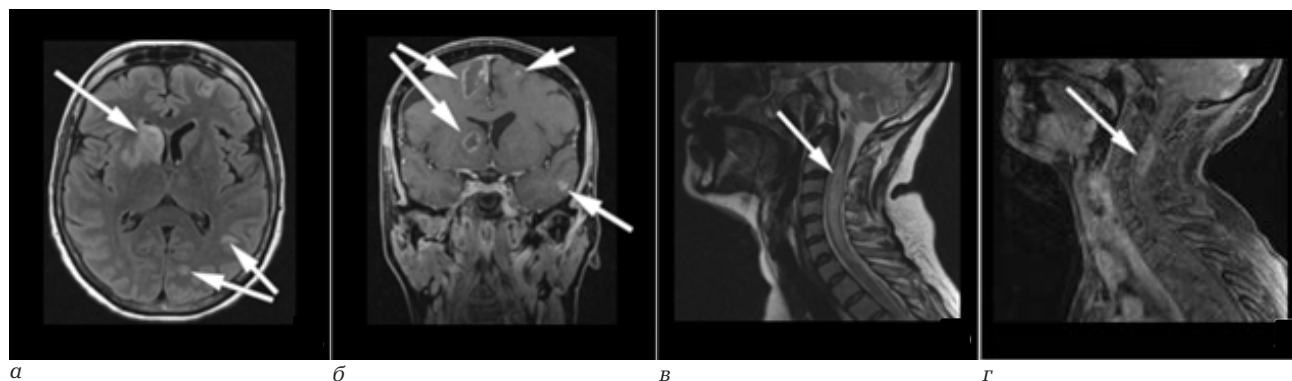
МРТ головного мозга и шейного отдела позвоночника с внутривенным контрастированием на 4-е сутки заболевания. Белыми стрелками указаны очаги измененного МР-сигнала: *а* – на аксиальном срезе в T2 TIRM отмечаются гиперинтенсивные участки неправильной формы в области бокового рога правого желудочка с масс-эффектом и в левой теменной доле; *б* – на корональном срезе в T1 TSE обращает на себя внимание кольцевидный паттерн накопления контрастного вещества по периферии крупных очагов в правой лобной доле и узловой паттерн накопления контрастного вещества в мелких очагах в левой лобной и височной долях; *в* – на сагиттальном срезе T2 TSE представлен протяженный гиперинтенсивный очаг с перифокальным отеком в спинном мозге; *г* – на сагиттальном срезе T1 TSE с контрастным усилением фиксируется кольцевидное накопление по периферии очага миелопатии, расположенного на уровне C2–C4 позвонков
